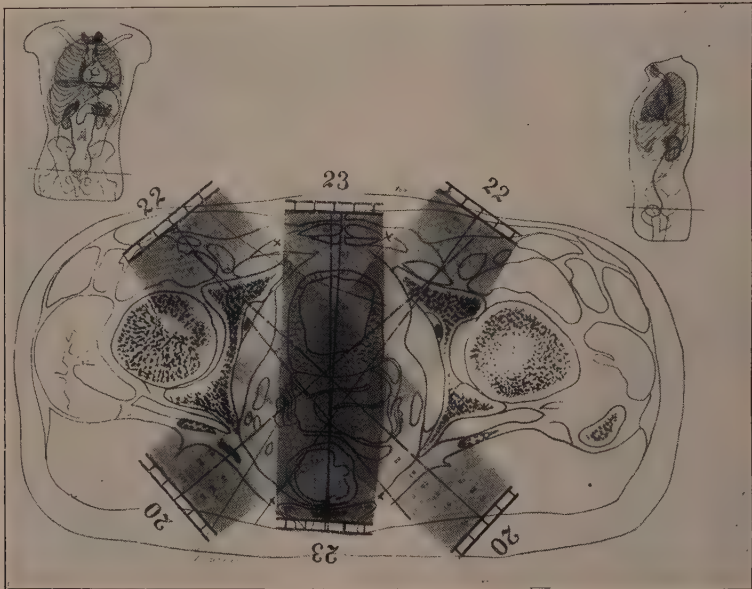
Dosenverteilung bei der klassischen Uteruskarzinombestrahlung nach Seitz und Wintz („Röntgenwertheim“). Die mit \times bezeichneten Stellen sind durch Ungenauigkeiten in der Einstellung am meisten gefährdet.
